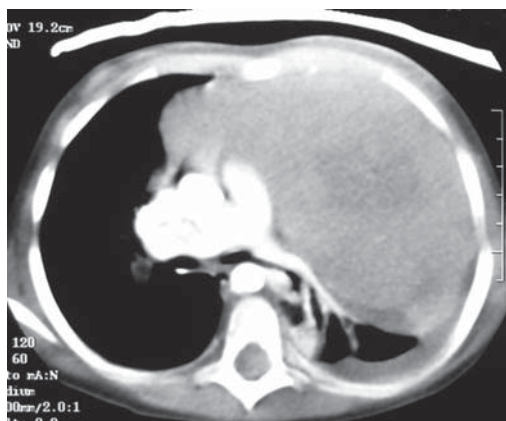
TC torácica con ventana de mediastino. Se visualiza una masa mediastínica anterior de gran tamaño que desplaza el mediastino hacia la derecha y ocupa gran parte del hemitórax izquierdo, produciendo atelectasia compresiva del LII.
